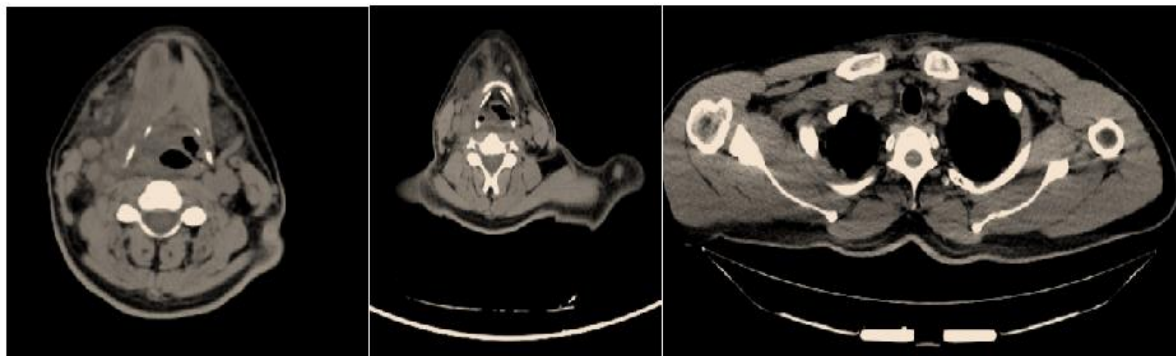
КТ шеи и средостения пациента М. при поступлении
